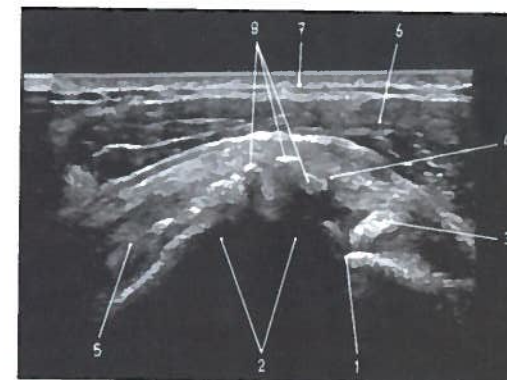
Estudo sagital do ombro (corte total da coifa dos rotadores) em ecografia, sendo de notar a existência de calcificações (patológicas) na área do supra-espinhal
